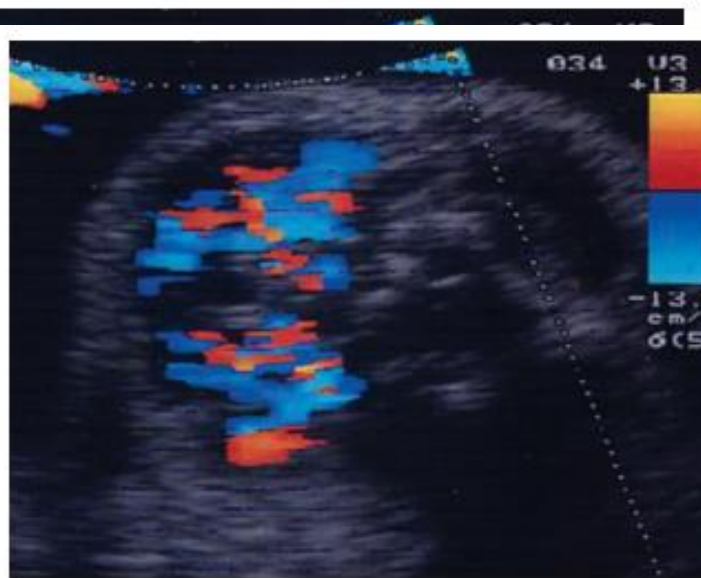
Color Doppler image (transverse view) of fetal neck showing central vascularization of a goiter.
